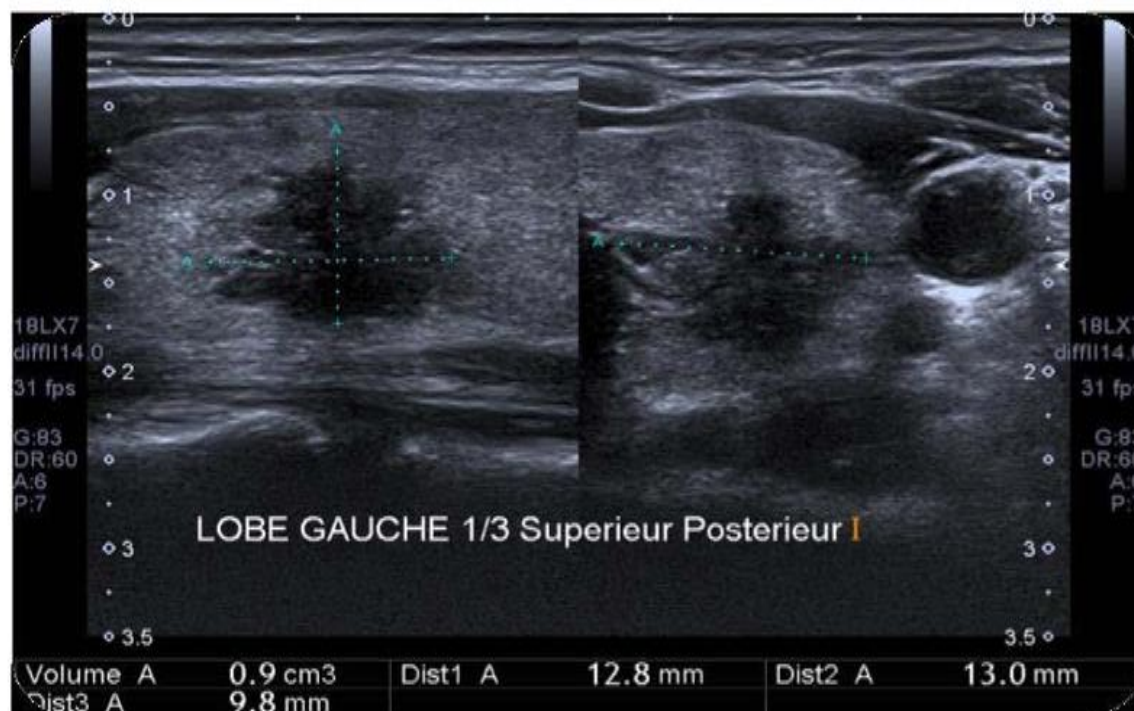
Aspect échographique d'un nodule thyroïdien fortement hypoéchogène (27).
